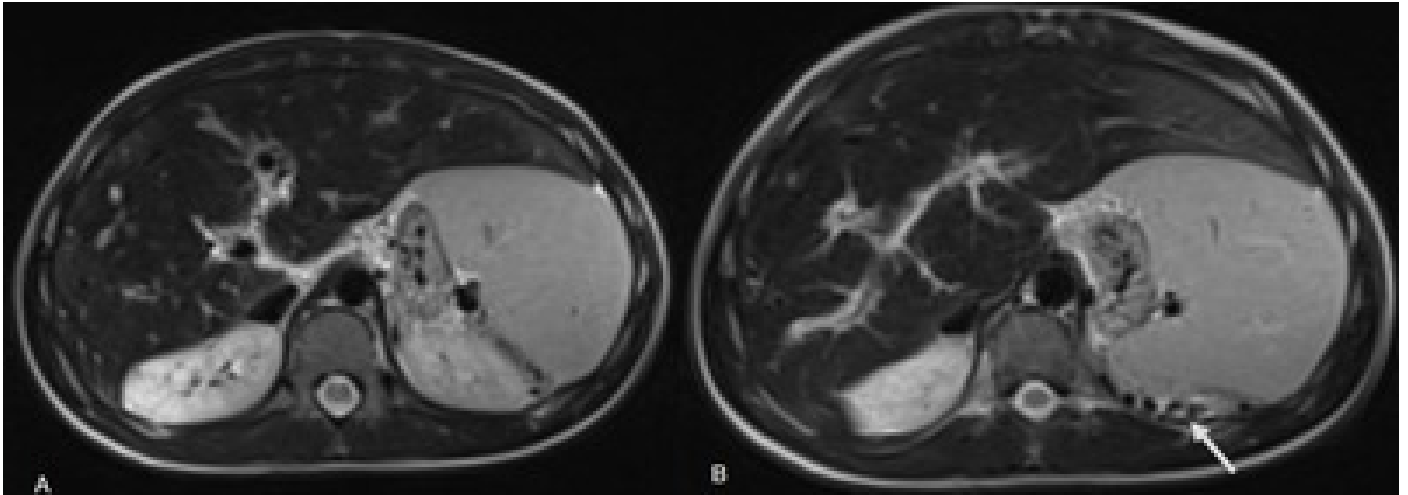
RM do abdome superior no plano axial, seqüências ponderadas em T2 (A e B) evidenciando sinais de hepatopatia parenquimatosa, hepatoesplenomegalia e moderada dilatação das vias biliares intra-hepáticas, bem como circulação colateral peri-esplênica (seta).
